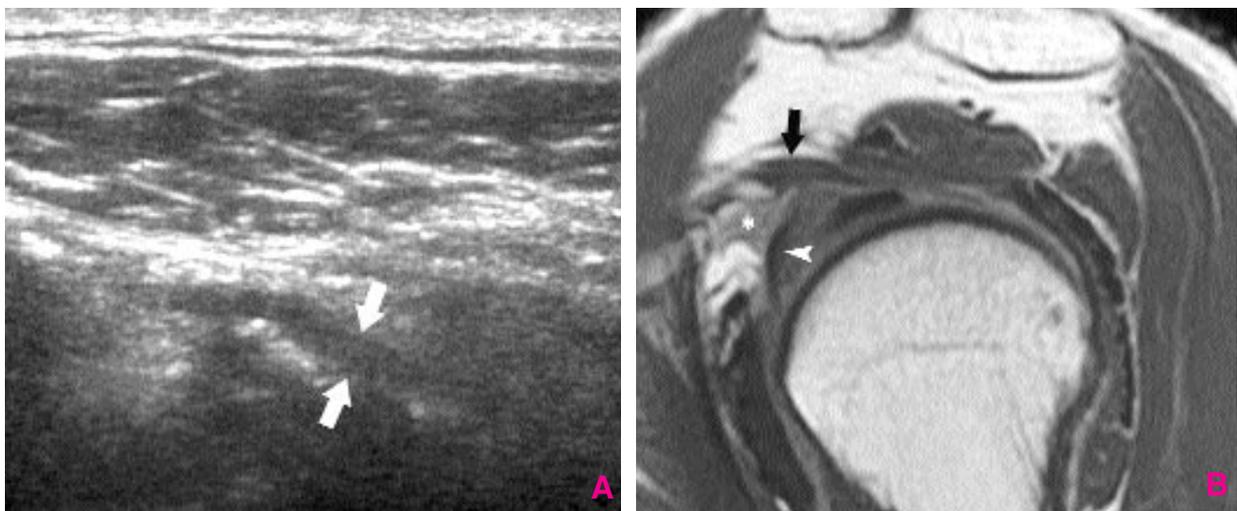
A et B) L'échographie (A) et l'arthro-IRM (B) d'une épaule avec capsulite rétractile démontrent l'épaississement du LCH (flèches). L'arthro-IRM montre aussi l'oblitération du triangle graisseux sous coracoïdien (*) et l'épaississement capsulaire (tête de flèche).
